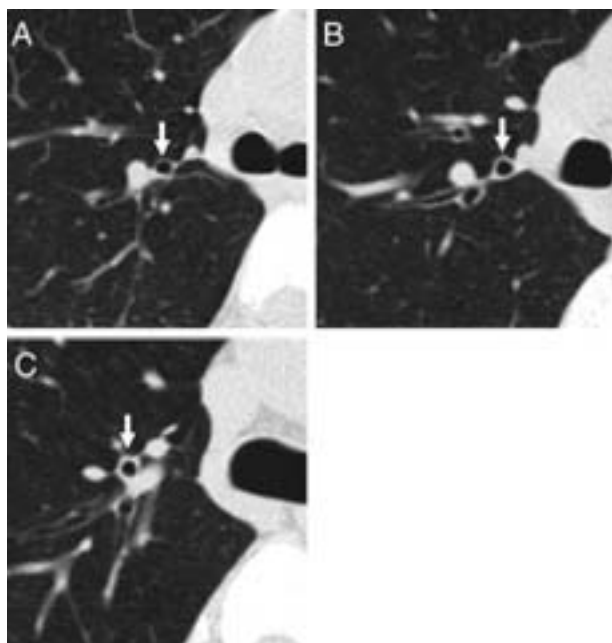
Immagini TC rappresentative di bronchi selezionati (freccie). In alto a sinistra, A: soggetto sano di controllo. In alto a destra, B: Tosse cronica dovuta a GERD. In basso, C: CVA.
